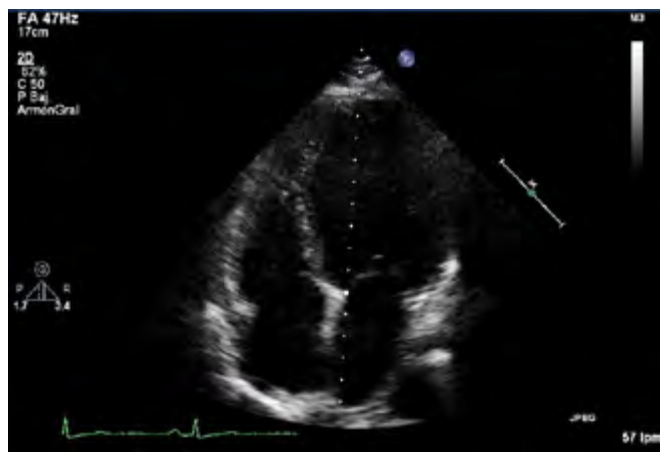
Ecocardiograma. VI moderadamente dilatado con disfunción sistólica severa.
